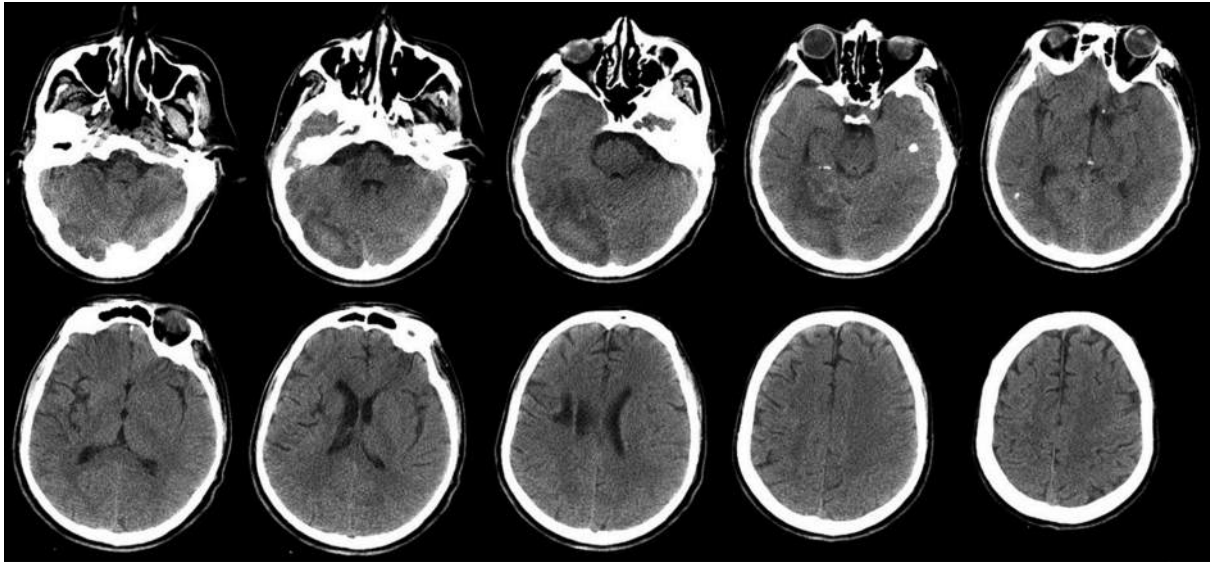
Компьютерная томография головного мозга через 2 нед после эндоваскулярного этапа
